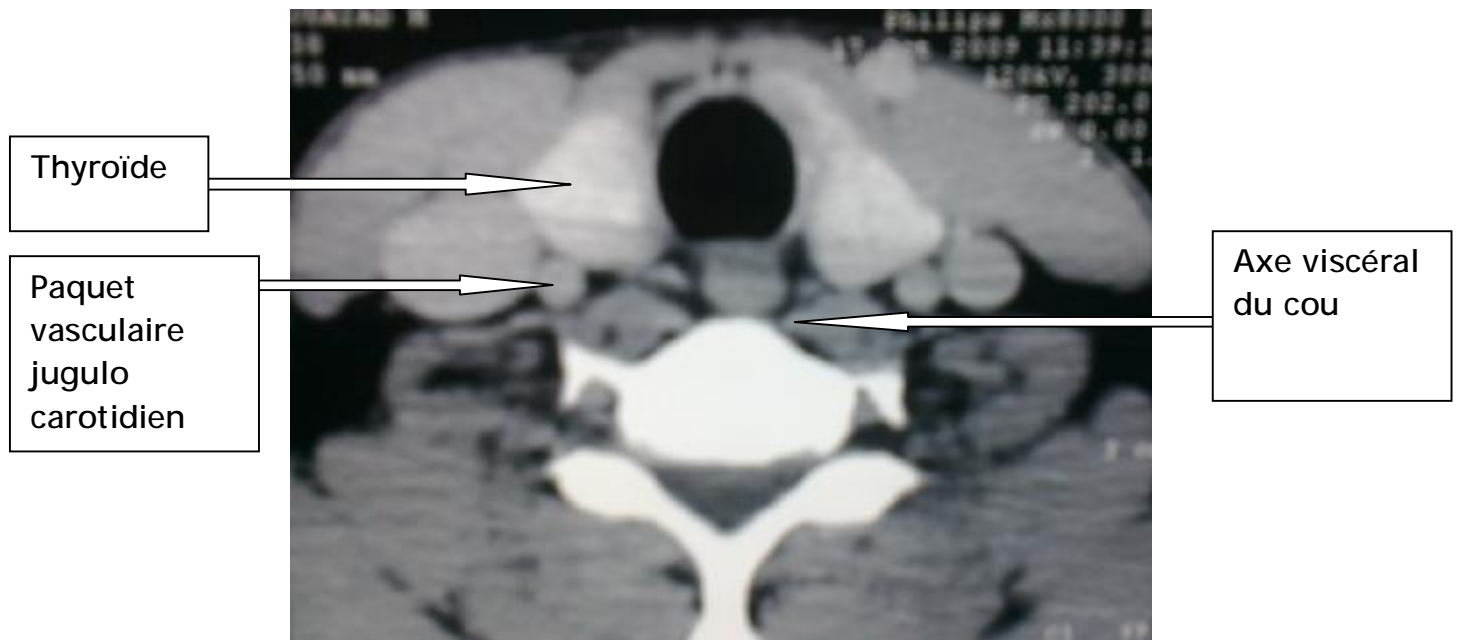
TDM en coupe axiale montrant les rapports de la thyroïde [iconographie du service d'ORL du CHU de Fès].
